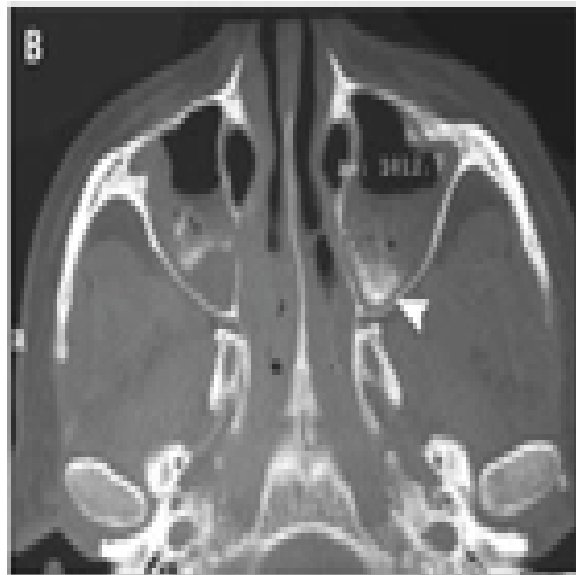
Koronalni CT snimak glave i lica.
